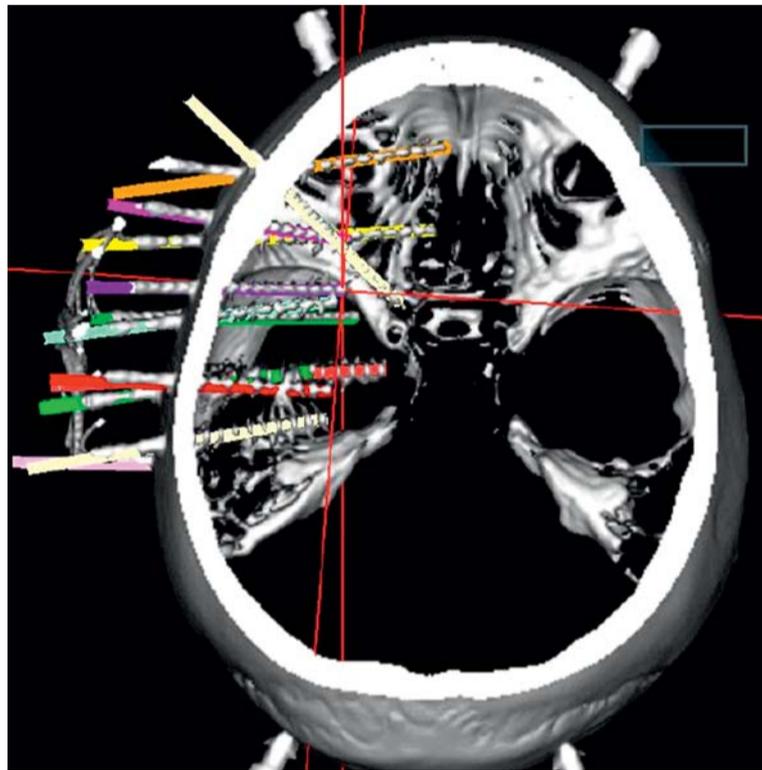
CT-basierte Lage-Rekonstruktion bei einem Stereo-EEG zur Abklärung einer Temporal-lappenepilepsie, bei der die Rolle frontaler und insulärer Regionen mittels multipler Tiefenelektroden geklärt wird. Die Elektroden erfassen das Netzwerk aus archicortikalen temporomessialen Strukturen ebenso wie neocorticale Regionen einschließlich der Insel, die dem Oberflächen-EEG und subduralen Registrierungen nicht zugänglich ist.
